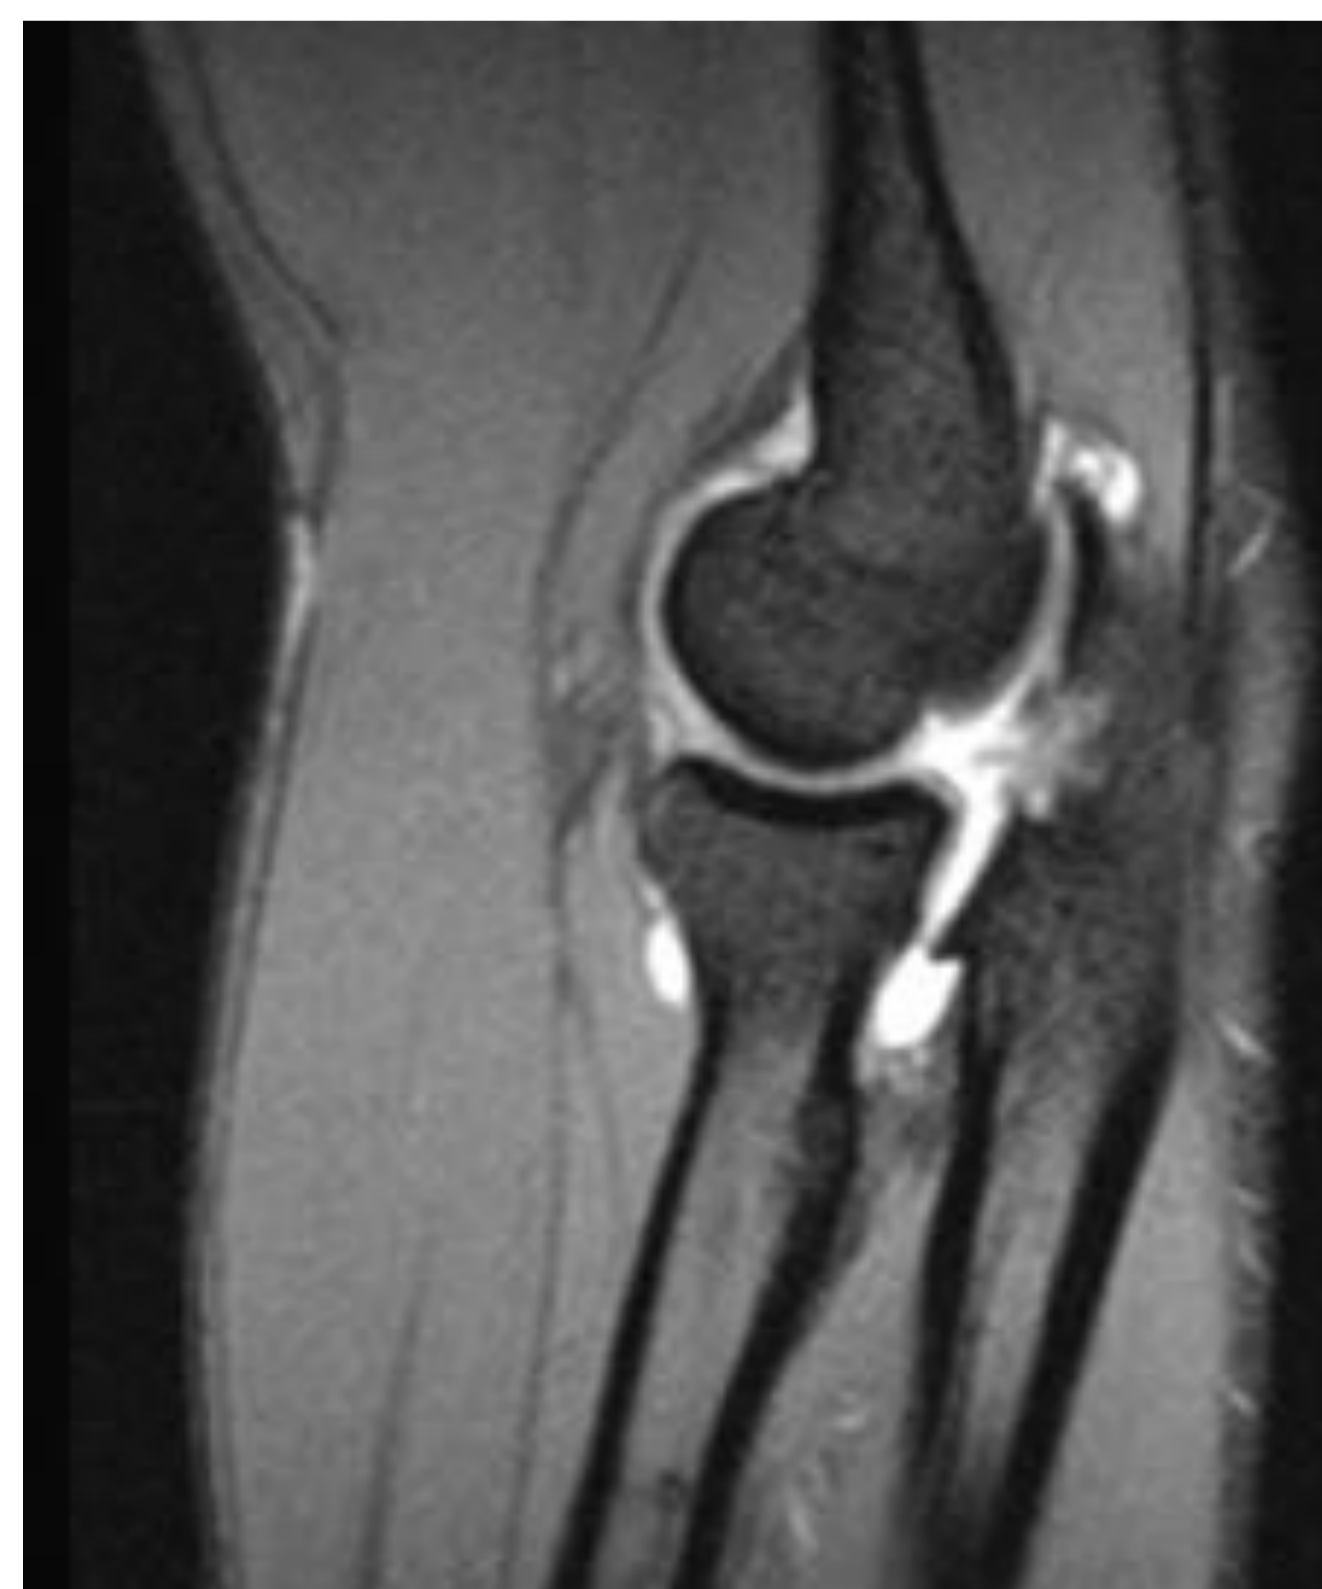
RM de codo, Plano sagital en GE. La imagen muestra irregularidad y alteración de señal en la superficie articular del olécranon en relación con una lesión osteocondral.
